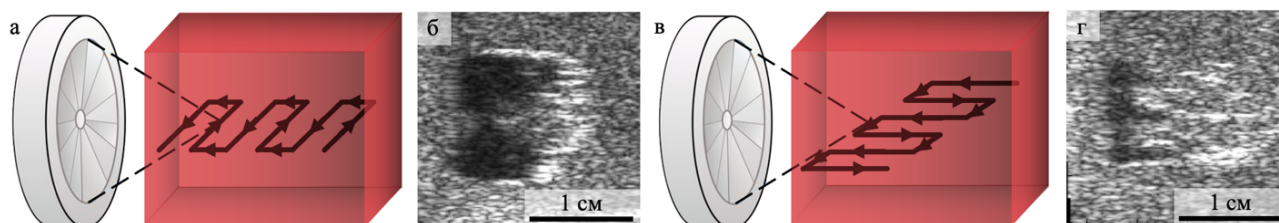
(а,в) Геометрия двух рассматриваемых траекторий на примере одного из слоев с прямоугольными меандрами поперек (а) и вдоль (в) оси излучателя. (б,г) УЗИ-снимки объемных разрушений, полученных при соответствующих траекториях движения фокуса. Маркерные линии: 1 см.
